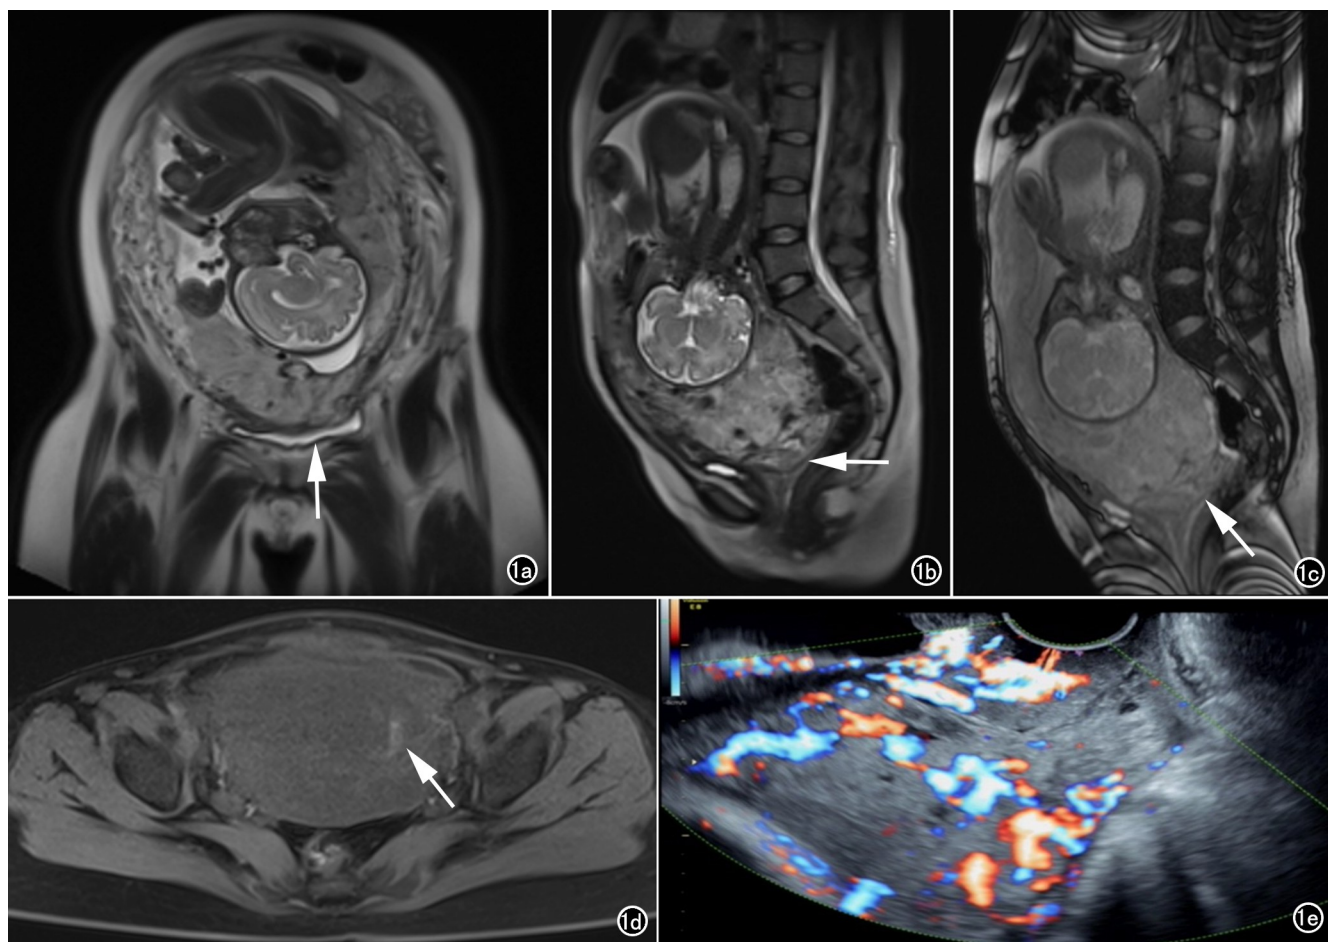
29岁,停经32周,胎盘植入合并前置胎盘。a) MRI HASTE序列冠状面示胎盘组织凸向膀胱并膀胱壁低信号带连续中断(箭);b) HASTE序列矢状面示胎盘完全覆盖宫颈内口(箭);c) Tru-FISP序列矢状面示胎盘完全覆盖宫颈内口(箭);d) 示宫腔内高信号为出血(箭);e) US检查示胎盘血流信号增多。
